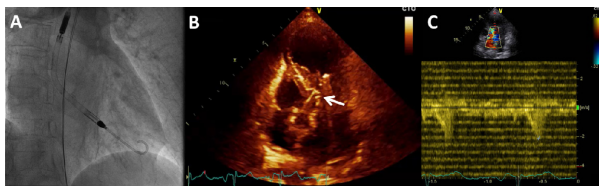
Fluoroscopia (A) e TTE (B): documentazione del posizionamento corretto del device Impella CP attraverso la valvola aortica. (C) Dopo impianto di Impella, l'esame del flusso attraverso l'eco-Doppler pulsato mostrava una significativa riduzione del gradiente intraventricolare (velocità di picco 2.2 m/s e gradiente di picco 18.9 mmHg).
